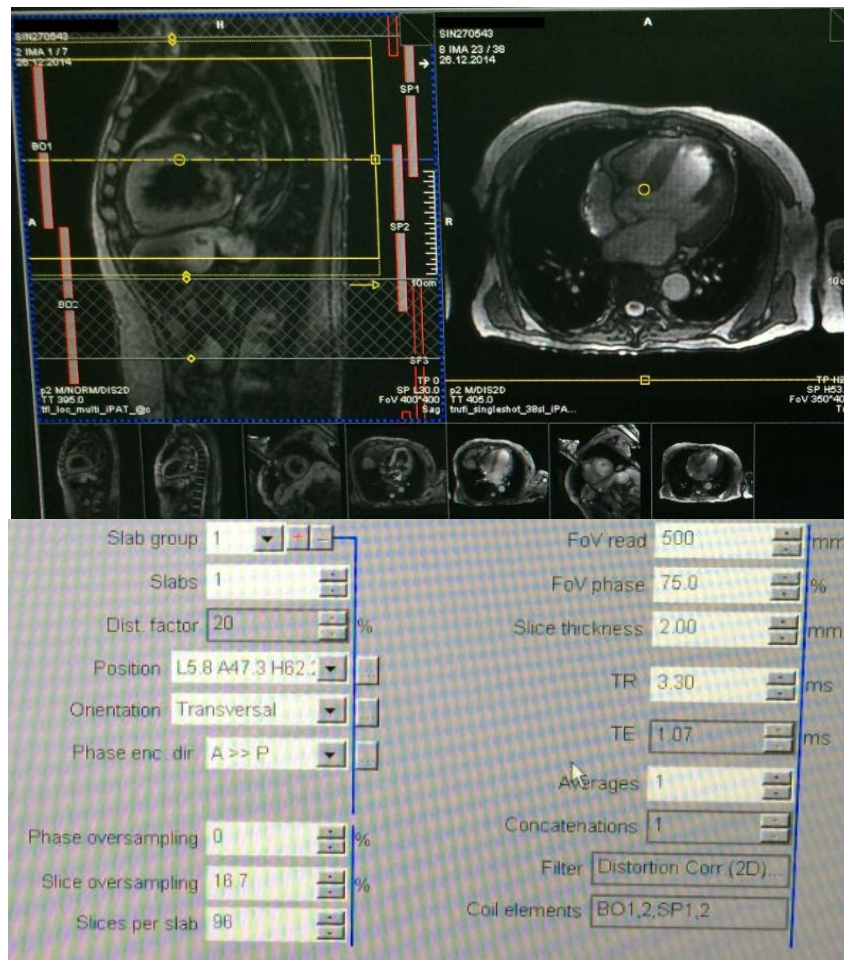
Контрастное сканирование сердца модифицированным МРТ режимом VIBE
